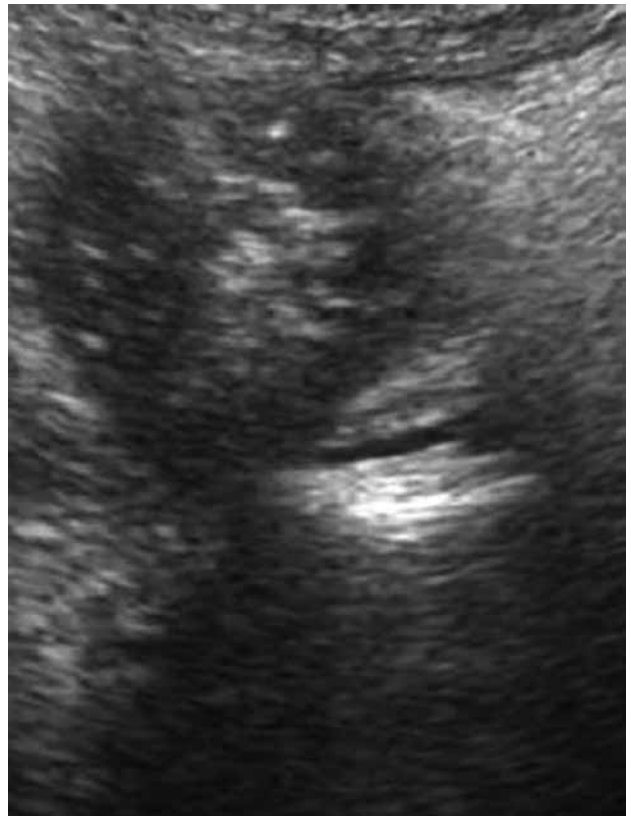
Ecografía abdominal de corte longitudinal de la misma lesión mencionada en la figura 1
